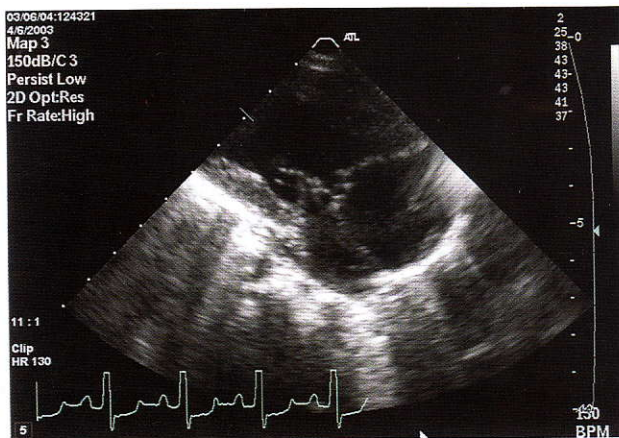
Echocardiogram showing single ventricle and 2 AV valves in systole
